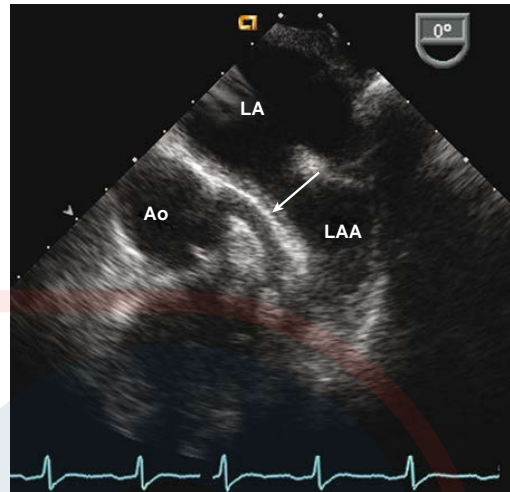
Arteria coronaria descendente anterior izquierda en ecocardiografía transesofágica. En el mismo paciente que en la figura 8.18, la ligera extracción de la sonda con angulación hacia el vértice muestra la arteria coronaria principal izquierda que continúa hacia la arteria coronaria descendente anterior izquierda (flecha). La circunferencia de la arteria coronaria se extiende fuera del plano de la imagen. Ao, aorta; LAA, apéndice auricular izquierdo.
